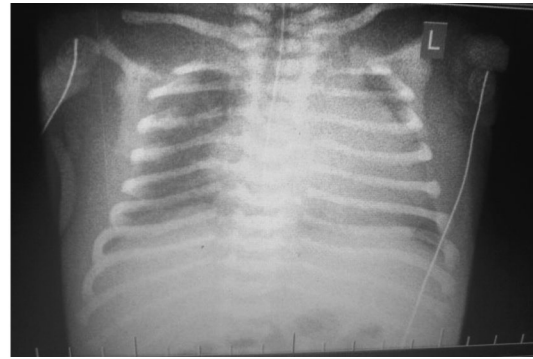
Оглядова рентгенограма органів грудної порожнини дитини на 1-у добу життя
